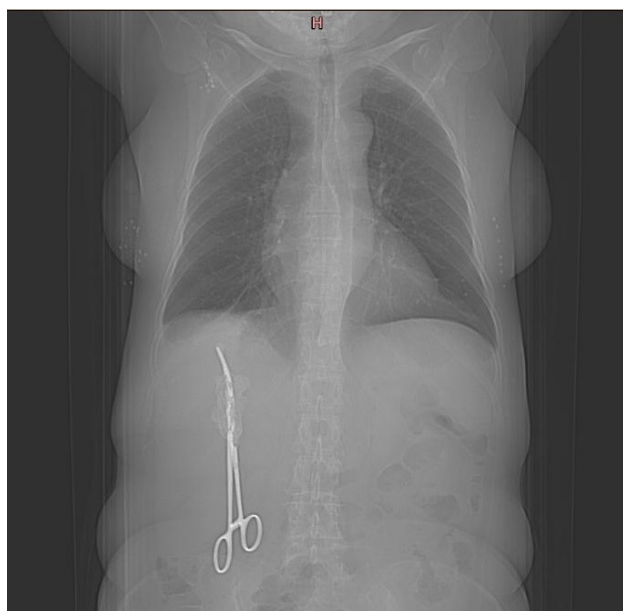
КТ-визуализация инородного тела (хирургического зажима) брюшной полости
